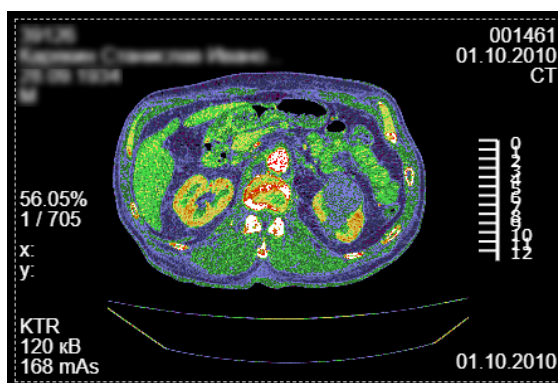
Изображение в цветовой гамме палитры PET 20 Step
